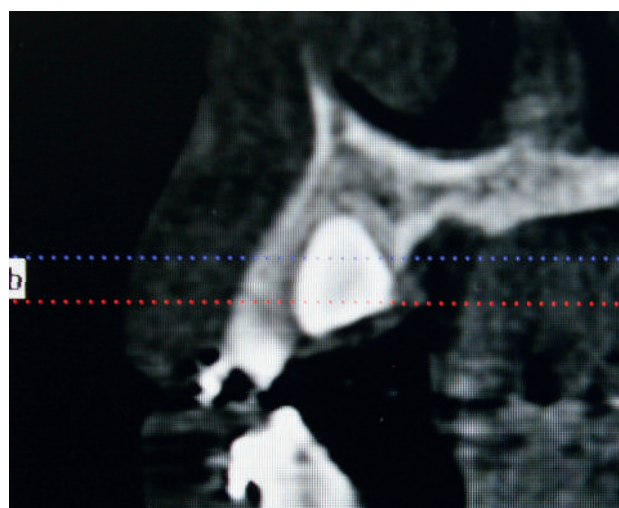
Снимок в боковой проекции, полученный при помощи конусно-лучевой томографии, показывает нёбное расположение 6-го зуба
